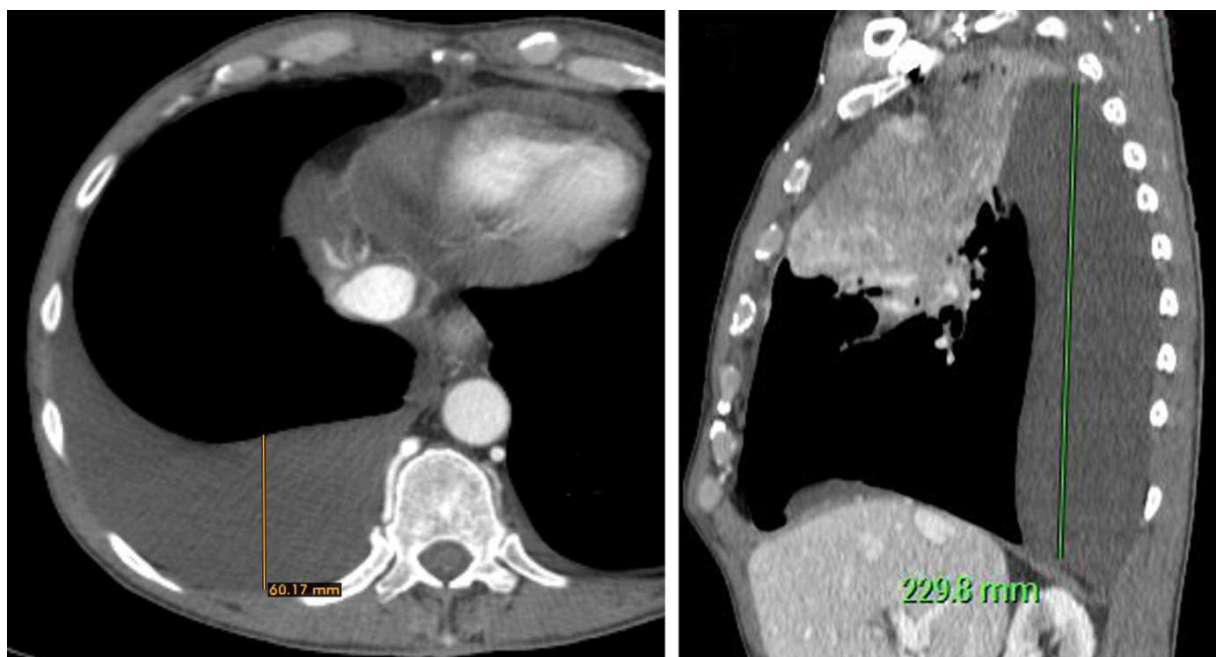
TC axial y sagital. Volumen: $d^2 \times l$. (62 x 23= 828 ml).
